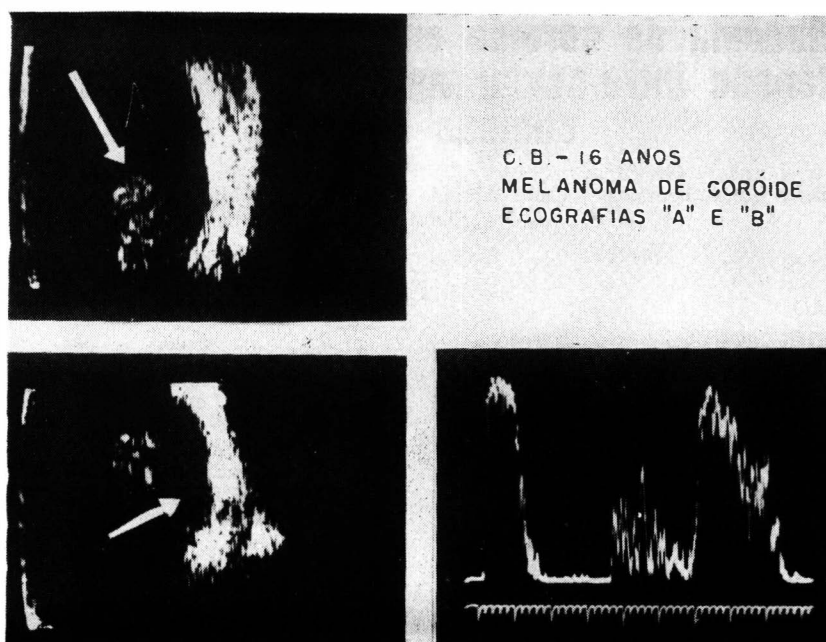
Ecografias "A" e "B".
